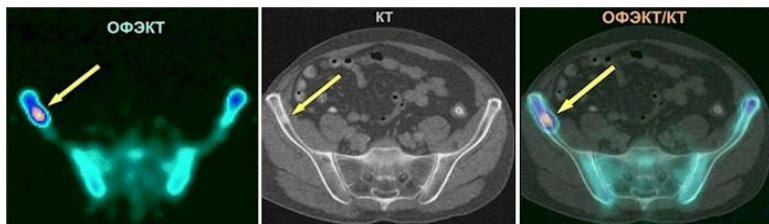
Изображения в ОФЭКТ, КТ и интегрированной системе ОФЭКТ/КТ[7]
